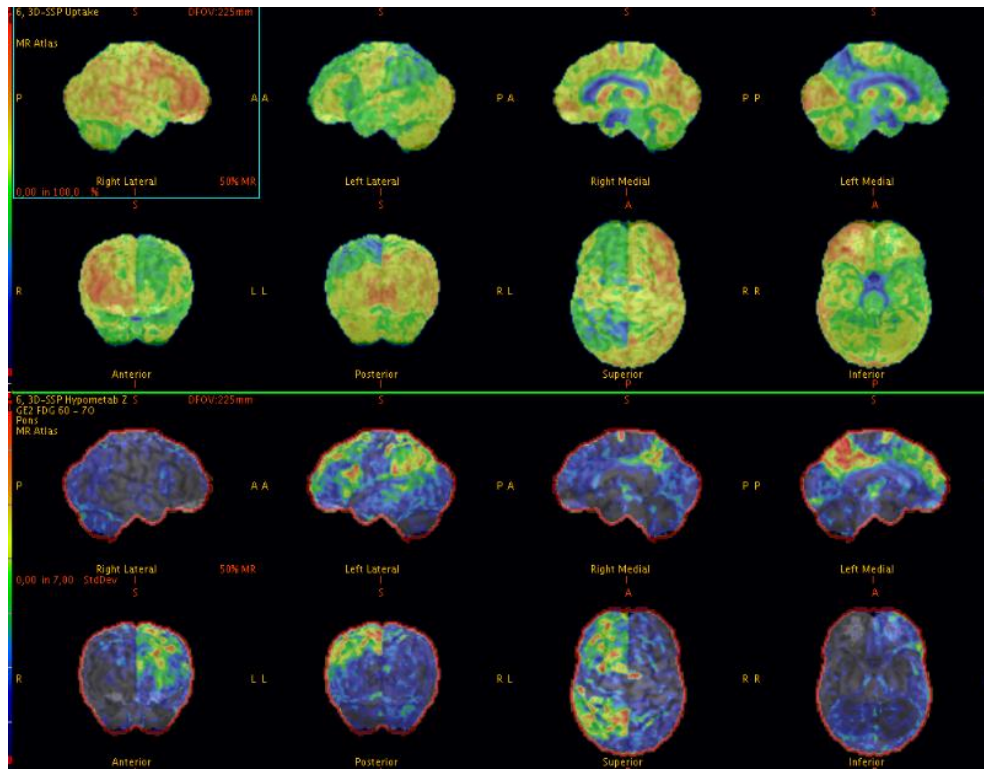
PET-FDG della paziente G.P.
